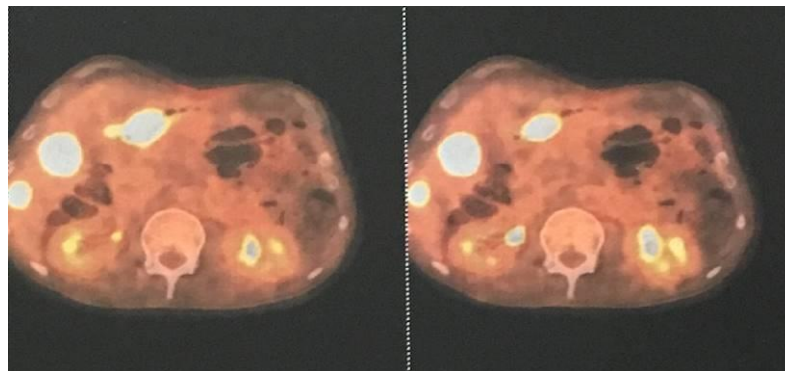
PET-SCAN montrant plusieurs lésions hypermétaboliques SUVmax= 15,2 disséminées au foie droit et gauche.
